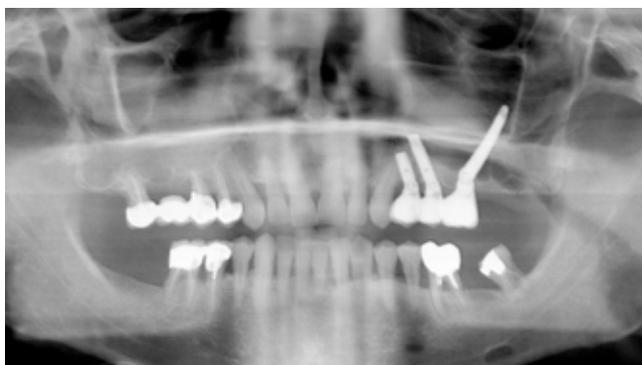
Radiographie panoramique post opératoire
